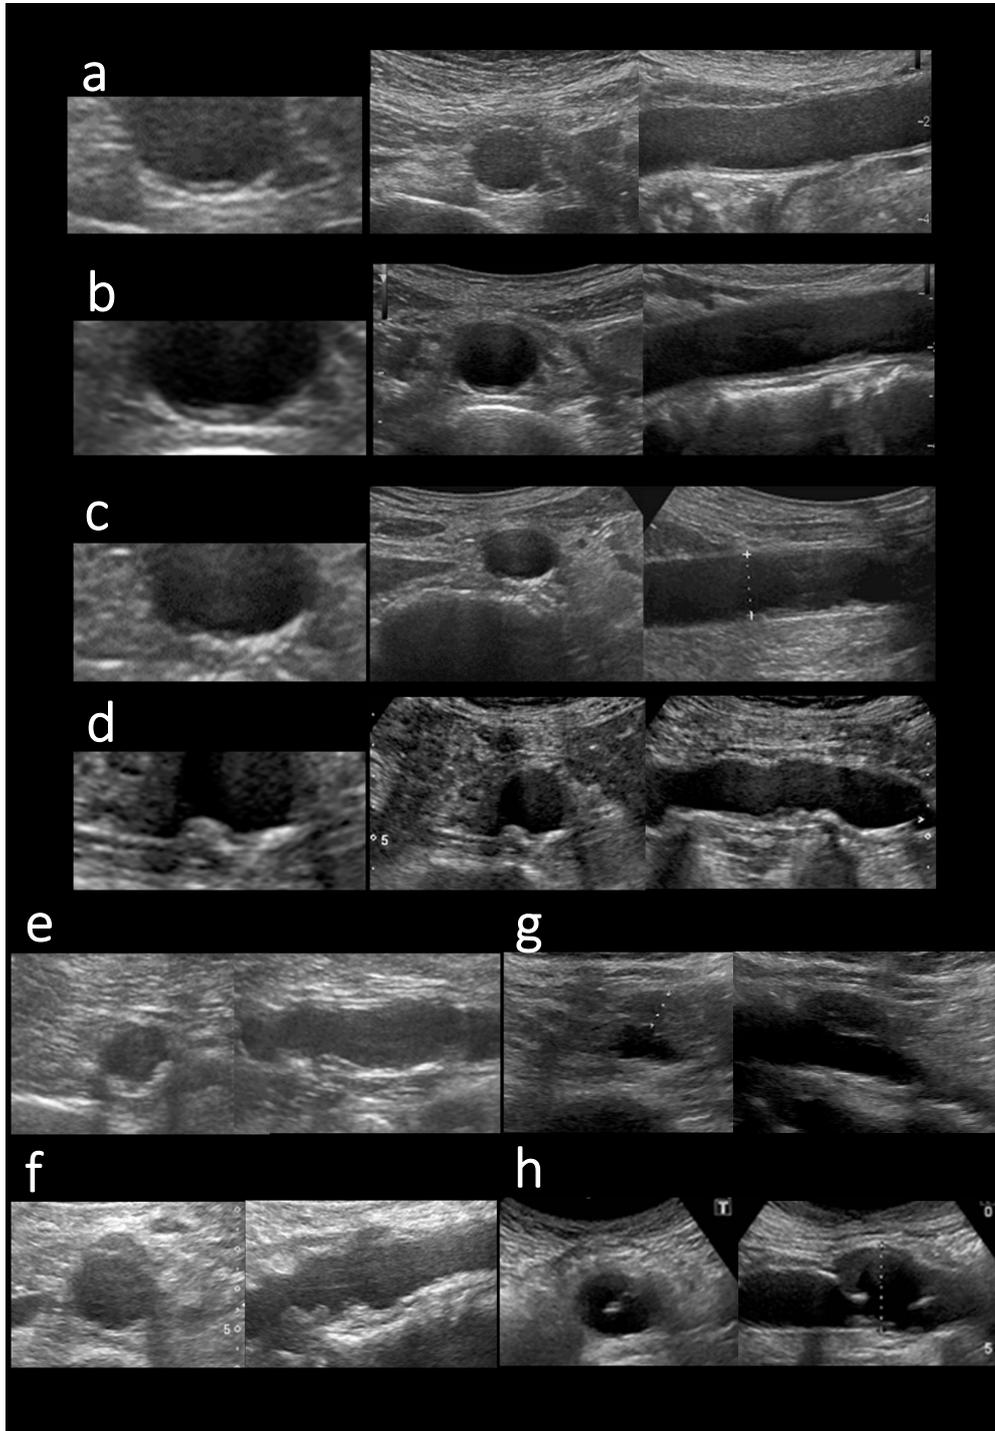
腹部超音波検査での動脈硬化(粥状硬化)の評価
